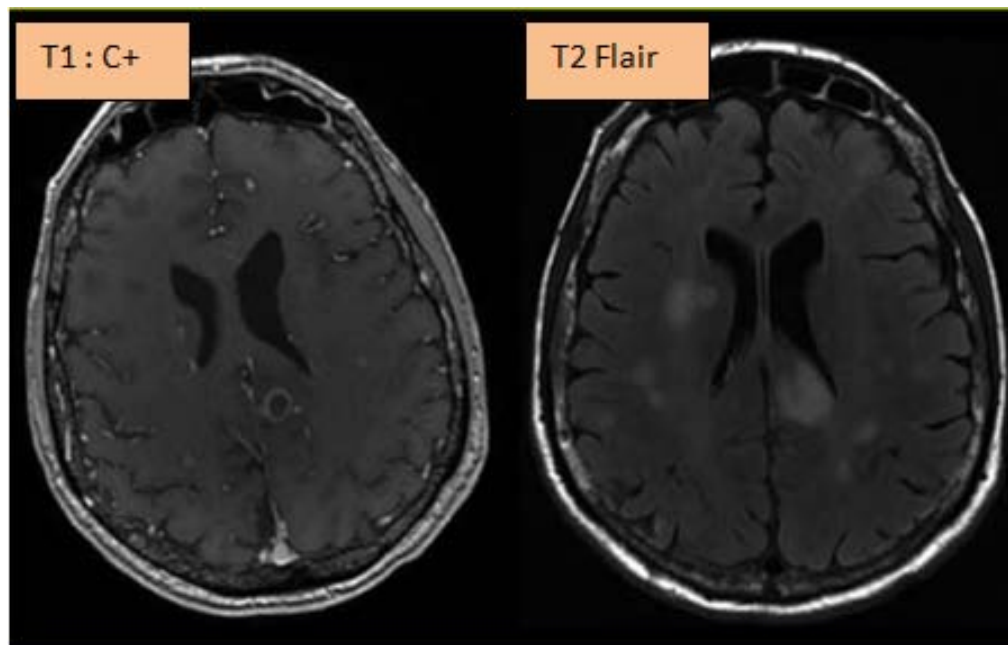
IRM cérébrale mettant en évidence de multiples lésions en hyposignal T1 avec prise de contraste annulaire, avec des œdèmes adjacents aux lésions en T2 FLAIR : Toxoplasmose cérébrale multiple (150).
